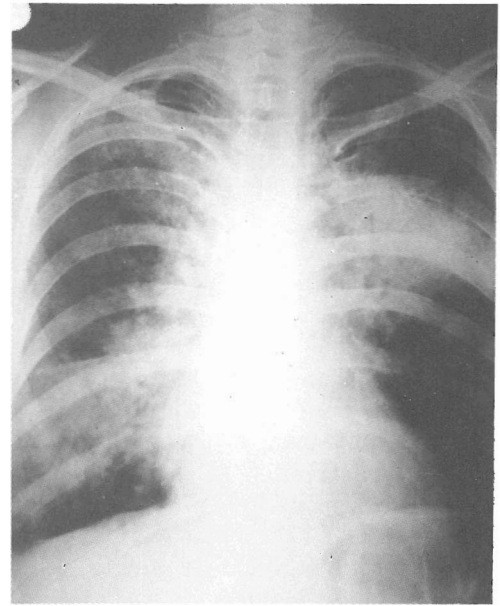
Segundo caso. Radiografía de tórax.
